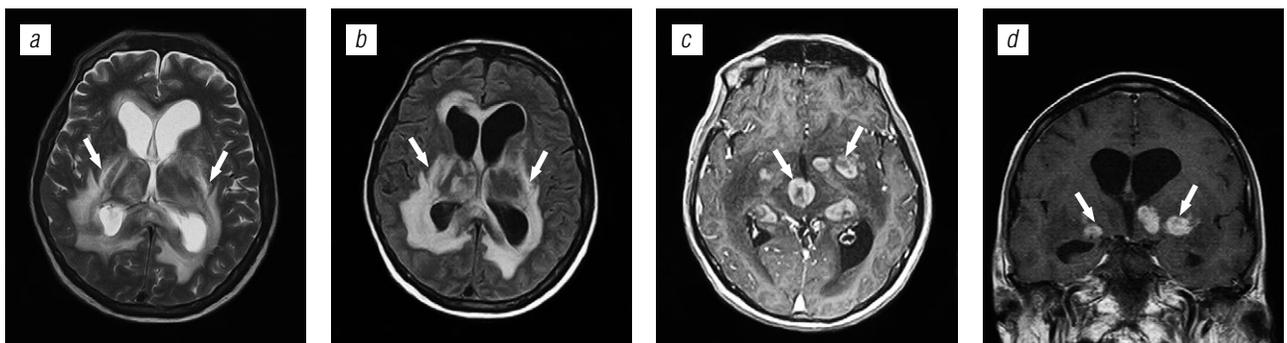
Туберкулома: *a* — FLAIR; *b* — T2 ВИ; *c, d* — T1 ВИ с контрастированием
